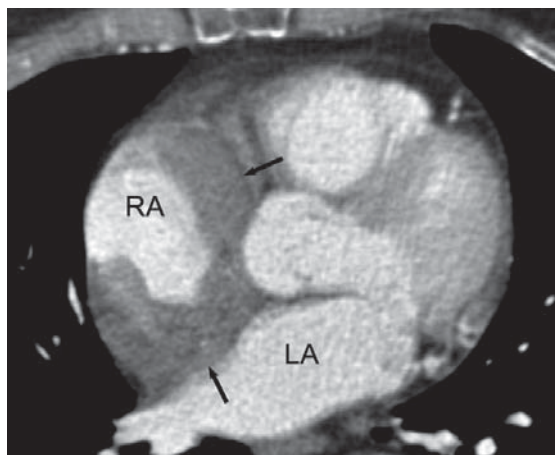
Die kontrastmittelverstärkte axiale CT zeigt eine semizirkumferentielle Umarmung des rechten Vorhofs (RA) durch eine Weichteilmasse (Pfeile) ohne Aussparung des Foramen ovale. LA: linker Vorhof.
